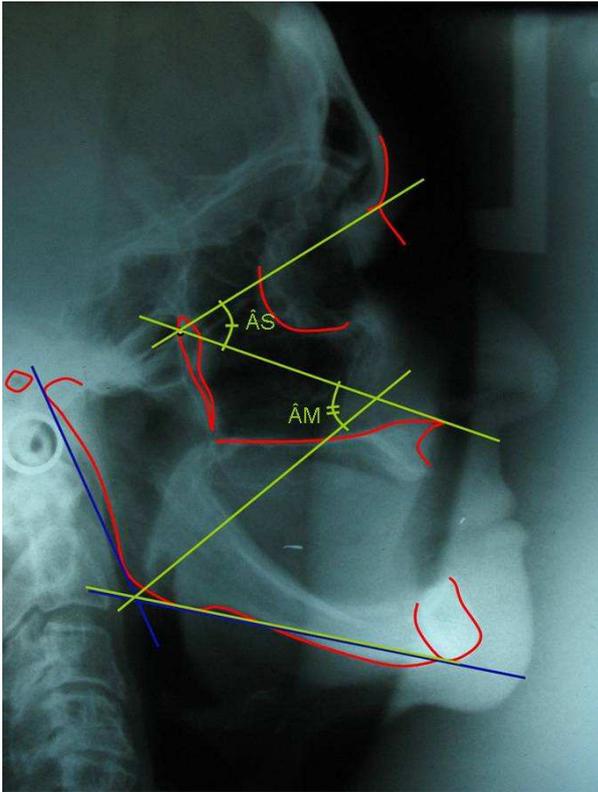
Análise cefalométrica sobre a Telerradiografia – Verificar ausência de paralelismo entre a reta CF-ENA (Verde) e Plano Mandibular (Azul)
